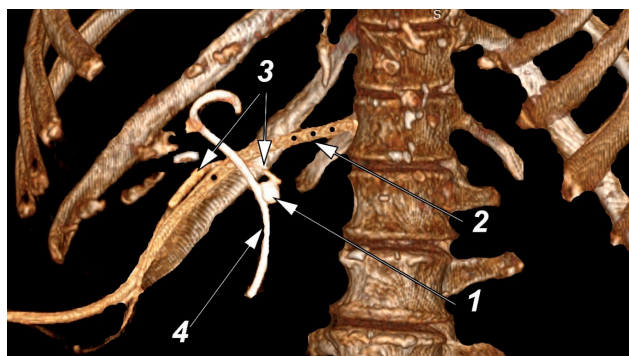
Компьютерная томография больной З. 3D-реконструкция: 1 – конкремент холедоха; 2 – подпеченочный дренаж; 3 – дренаж Холстеда; 4 – стент ЖВП
